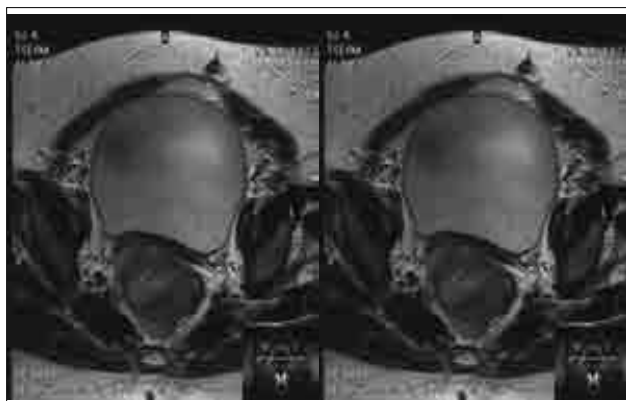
МРТ-снимки. Пресакрально расположенная меланома
